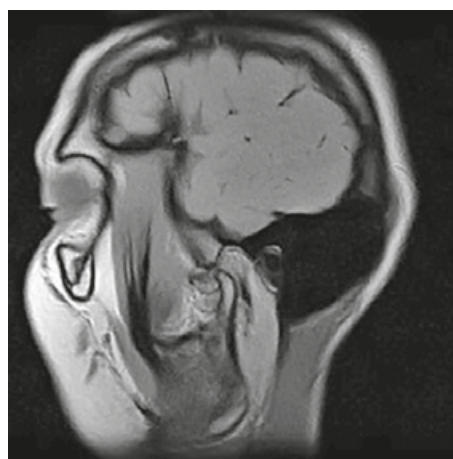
Магнітно-резонансна томограма правого боку скронево-нижньощелепного суглоба
